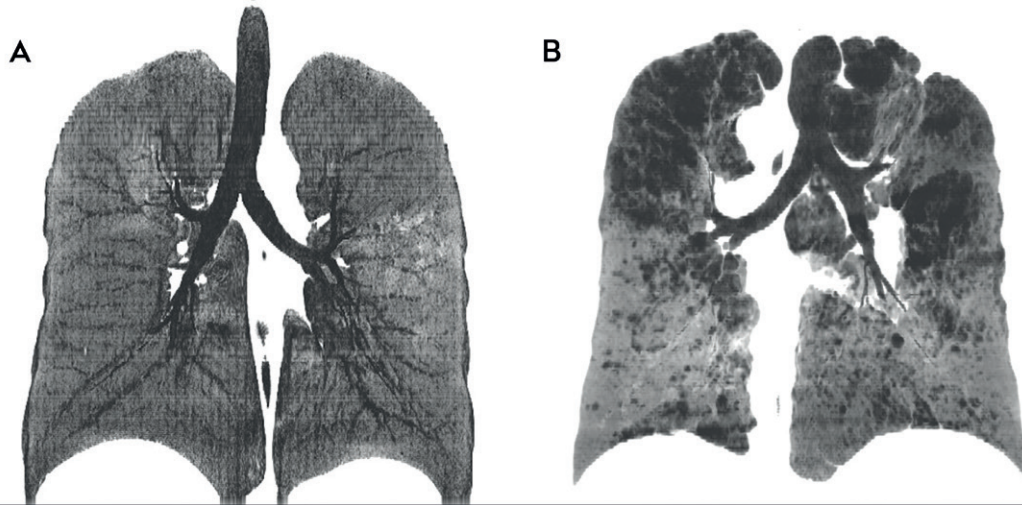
TC do tórax com reconstrução MinIP no plano coronal, de dois pacientes diferentes, em (A) com pulmões normais e em (B) com extenso enfisema pulmonar.
